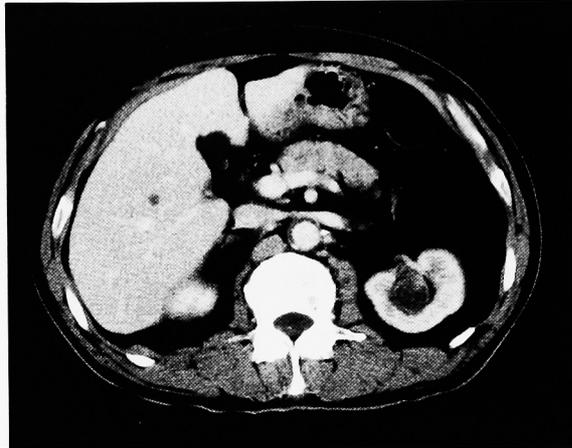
CT scan shows a slightly enhanced mass in the left renal pelvis.
